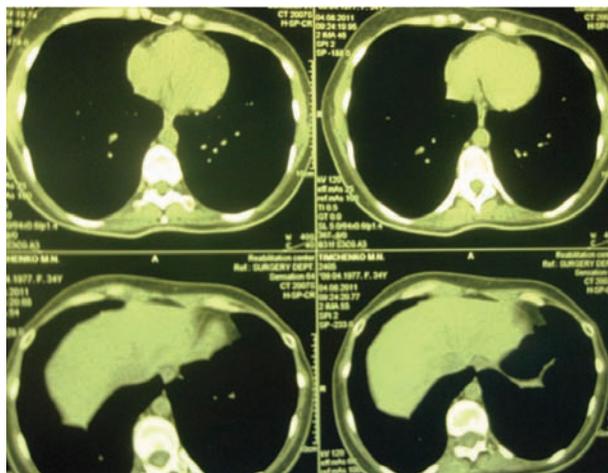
Компьютерная томография грудной клетки больной Т. через 3 мес применения вандетаниба. Отмечена стабилизация и частичная регрессия метастатических очагов
